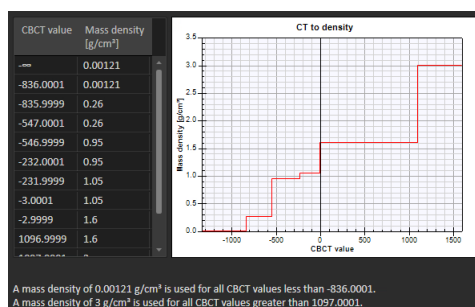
Exemple d'un tableau de conversion HU CBCT - densité massique dans *Raystation*
